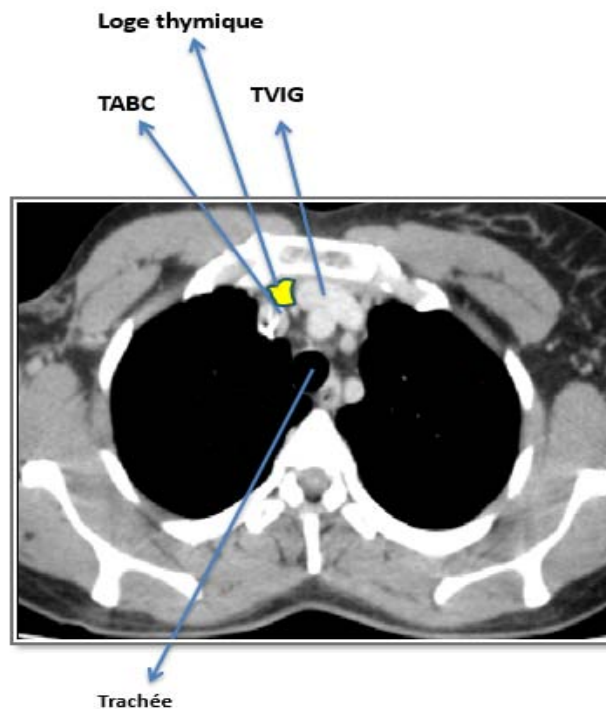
coupe axiale d'une TDM thoracique passant au niveau de la bifurcation du TABC.
